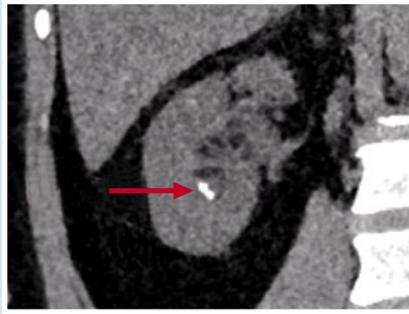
МСКТ в нативном режиме, сделанная в марте 2023 г. Стрелкой указаны конкременты нижней группы чашечек правой почки.
